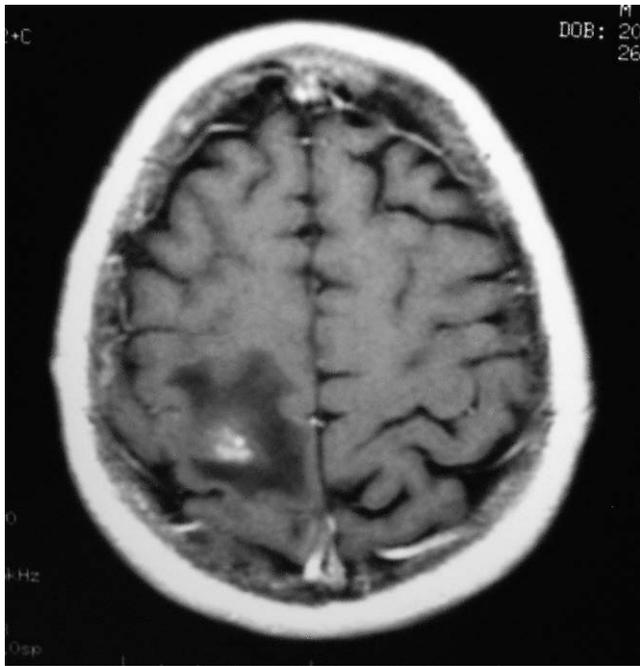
Resonancia magnética cerebral, secuencia T1: imagen parietal derecha compatible con metástasis.
